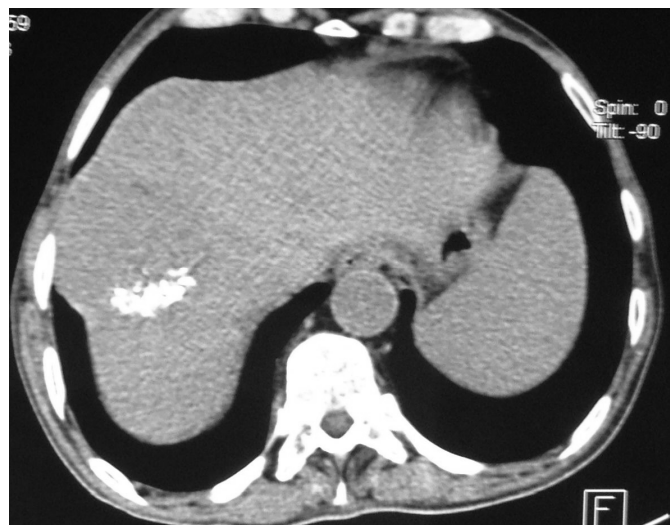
TDM de surveillance 2 ans après chimioembolisation sans injection de produit de contraste : fixation lipiodolée avec réduction du volume tumoral. Les coupes réalisées avec injection n'ont pas montré de prise de contraste au temps artériel.
